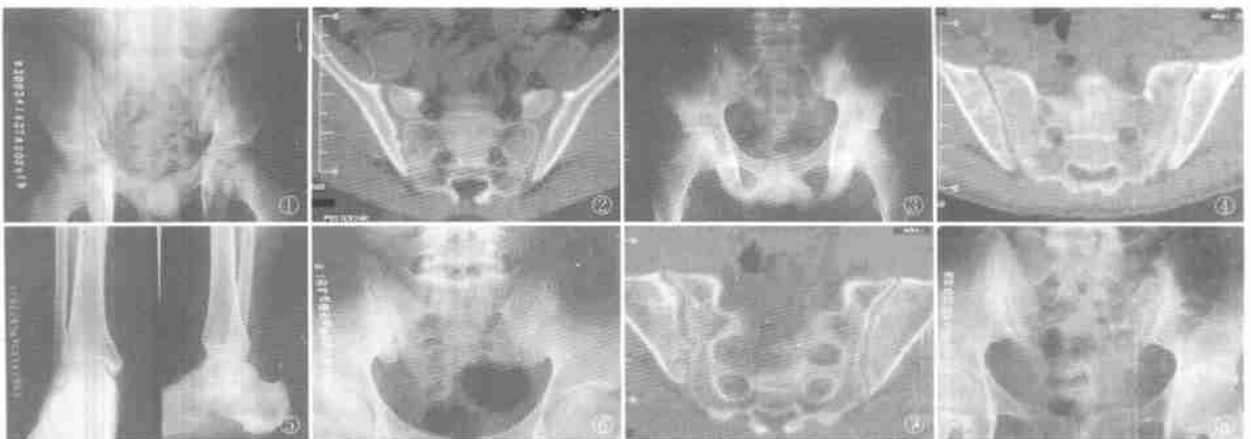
(例 1)骨盆平片见右髋关节腔狭窄、骨质疏松,但无破坏,还有骶髂关节边缘略不整齐,宽窄不一,以右侧为甚 图 2 (例 1)CT 片见右侧骶髂关节面有缺刻,下部关节间隙较窄。左侧关节面骨皮质浓密不均,右为 AS II 期,左为 AS I 期,总的 AS II 期 图 3 (例 2)骨盆平片,两侧骶髂关节模糊浓密、边缘毛糙 图 4 (例 2)CT 片,右侧骶髂关节关节面髂骨侧骨皮质大部消失,中部还留下一小段,骨松质模糊浓密,为 AS I 期。左侧关节面髂骨侧浓密不均,上部有一缺刻,关节面附近骨松质模糊浓密,关节间隙变窄,为 AS II 期 图 5 (例 3)右跟骨后下角骨刺 图 6 (例 3)骶髂关节正位片,两侧骶髂关节浓密不均,关节面不规则,右侧较明显 图 7 (例 3)CT 片右侧骶髂关节面不光整,有缺刻,左侧关节面下部髂骨侧骨皮质消失,为 AS II 期 图 8 (例 4)骨盆片两侧骶髂关节附近大面积浓密,关节面不规则,并节间隙宽窄不一,以左侧为甚。左髋关节间隙狭窄,边缘不规则,为 AS III 期
